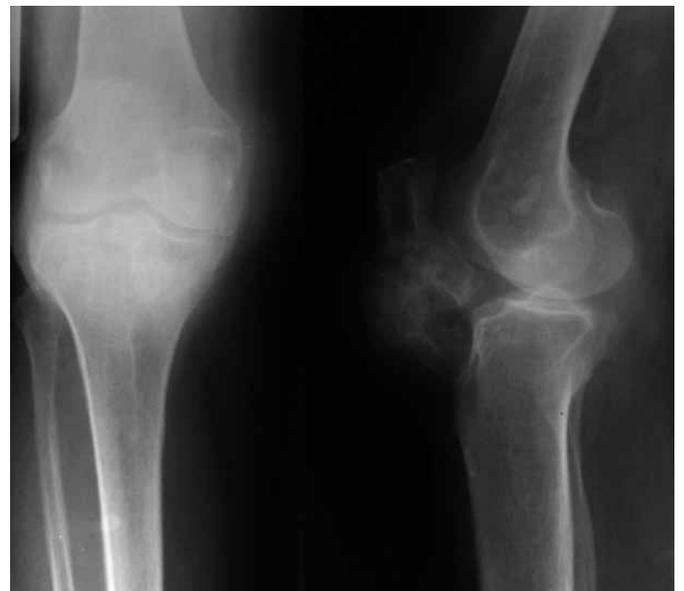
Radiographie face et profil du genou montrant une ossification de la graisse de Hoffa.
